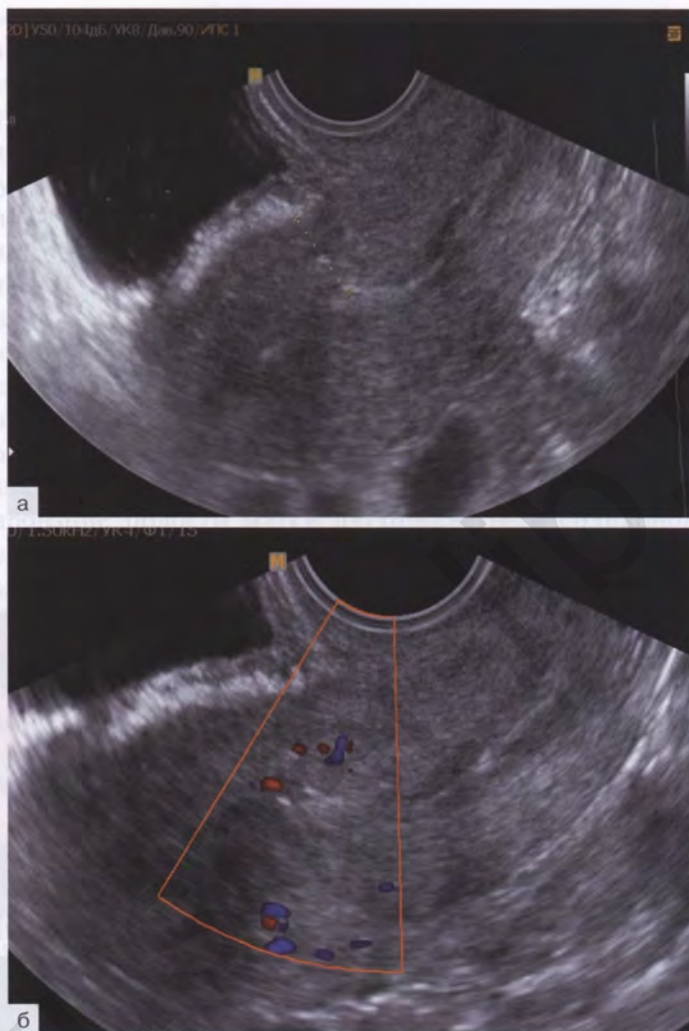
а) контрольное УЗИ через 2 мес. Признаков несостоятельности рубца не выявлено; б) адекватный кровоток в структуре рубца
